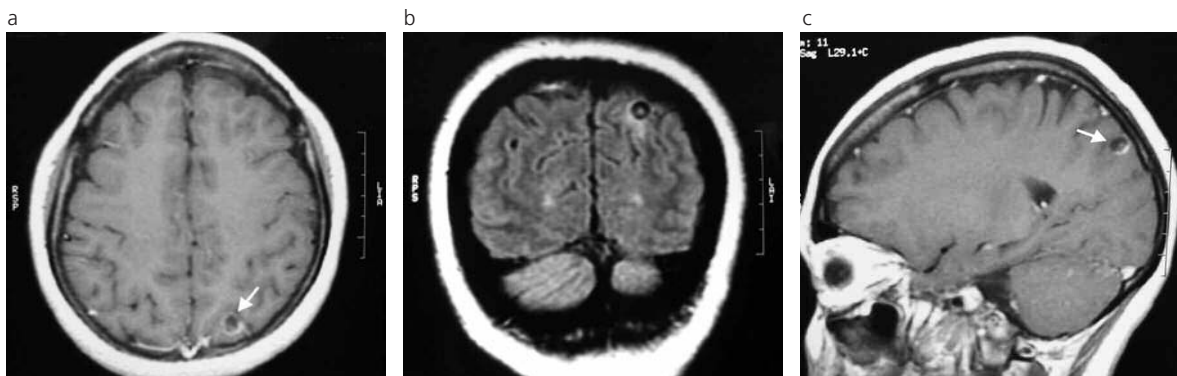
Caso 2: (a) RM axial T1 con gadolinio. En la región córtico-subcortical de la convexidad parieto-occipital posterior izquierda se aprecia imagen de 8 mm de diámetro y contenido líquido con nódulo mural excéntrico. (b) RM coronal FLAIR. Se observa una imagen quística con nódulo mural correspondiente al escólex de *Cysticercus*, en región parietal posterior izquierda, asociada a edema perilesional. (c) RM sagital T1 con gadolinio que muestra la lesión única con escólex.
